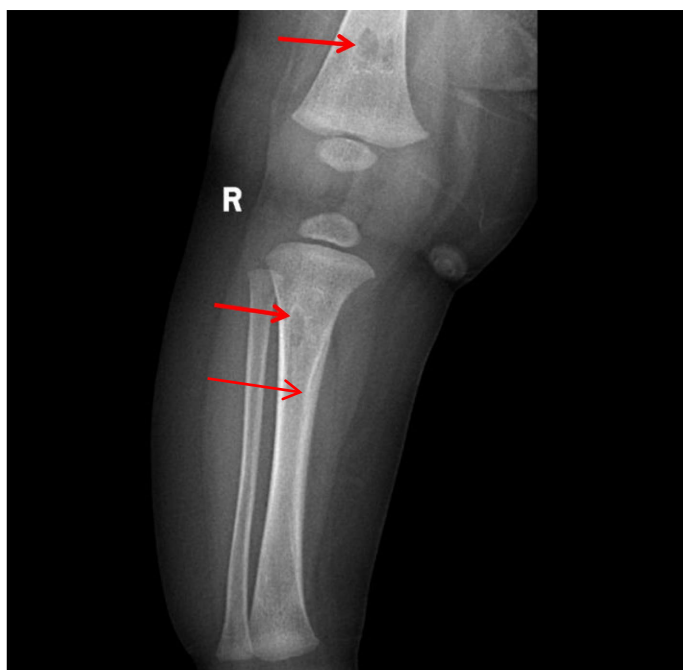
Right tibia fibula AP X-ray
